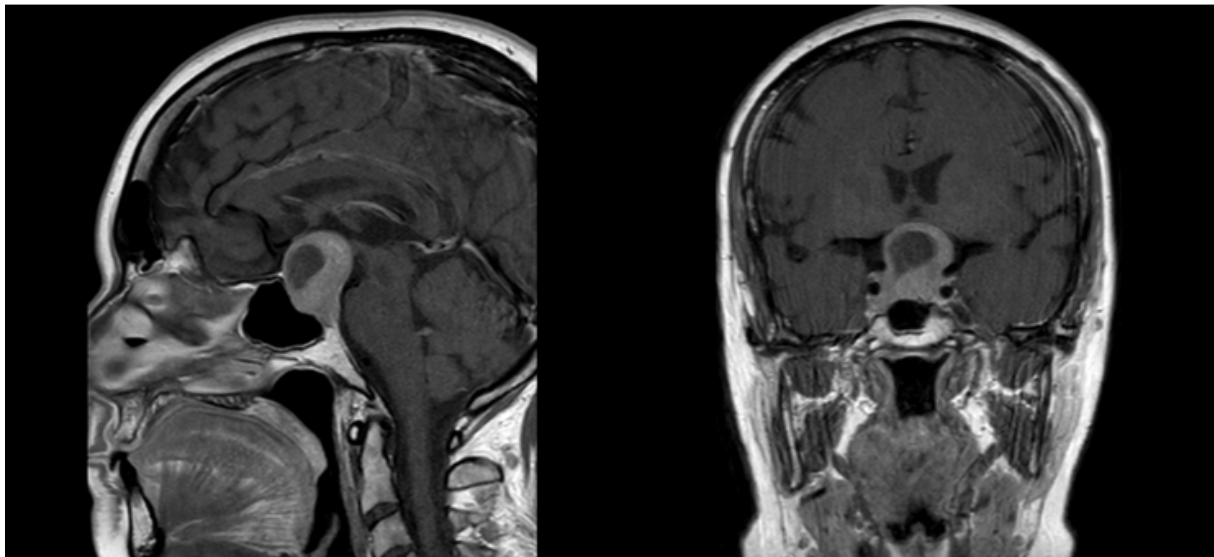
MRT-Aufnahmen eines eingebluteten Hypophysenadenoms suprasellärer Ausdehnung; links: sagittale Ebene, rechts: koronare Ebene
